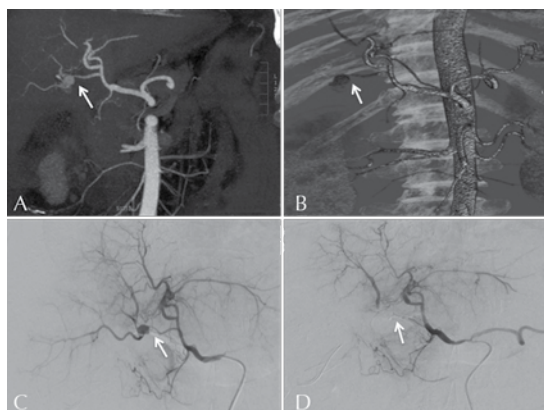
Angiotomografía. A. Reconstrucción coronal. B. Reconstrucción tridimensional donde se observa una imagen sacular (flecha) con centro hiperdenso correspondiente a un pseudoaneurisma de la arteria hepática derecha. Angiografía del tronco celiaco. C. Pseudoaneurisma (flecha) que depende de la arteria hepática derecha. D. Control posembolización satisfactorio de la arteria hepática derecha (flecha).
